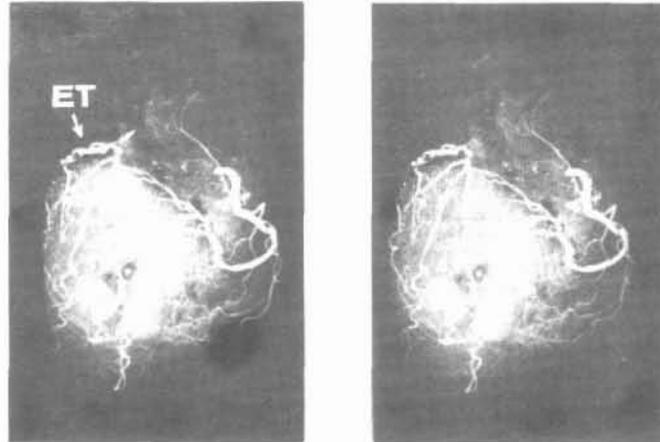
Coronariografía posmortem. Radiografía antero posterior del corazón: para mostrar una zona de estrechez crítica (ET) a nivel de la arteria descendente anterior.
